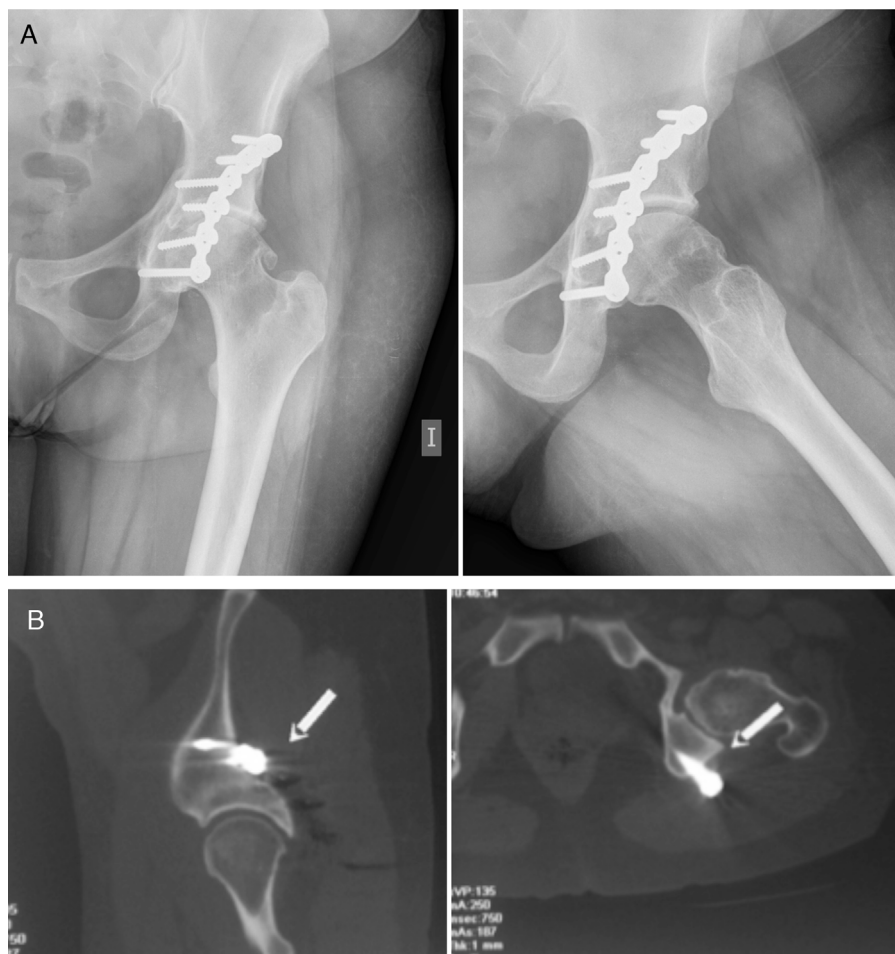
A) Radiografía simple anteroposterior y axial de cadera donde se aprecian signos degenerativos, sin aflojamiento del material de osteosíntesis. B) TAC que muestra la zona de protrusión del tornillo (flecha) en vecindad con el nervio ciático.
